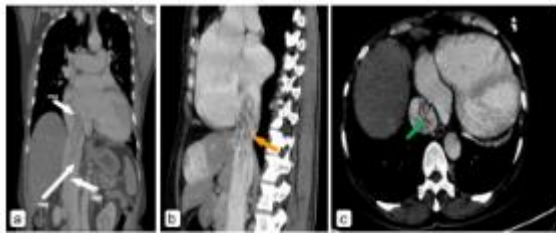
The CT scan shows a "sausage-shaped" mass on coronal (Fig. 3a, white arrow), sagittal sections (Fig. 3b, orange arrow), and a "luffa sponge" appearance on the axial view(Fig. 3c, green arrow).
